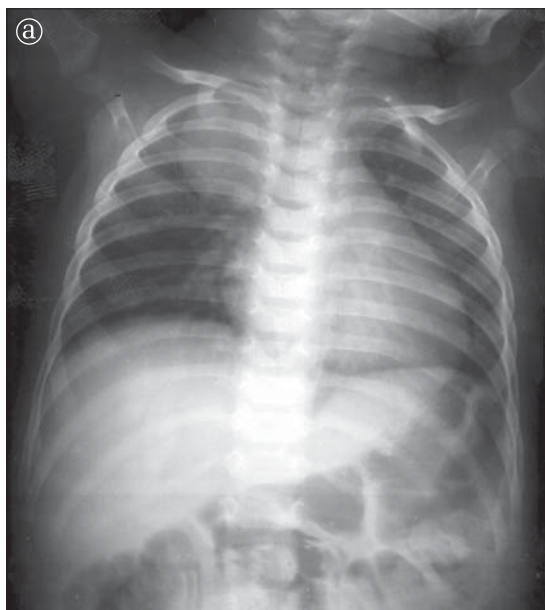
a) Radiografie toracică PA; b) Detaliu. Linie transparentă mediană. Hipertrofie de timus.
